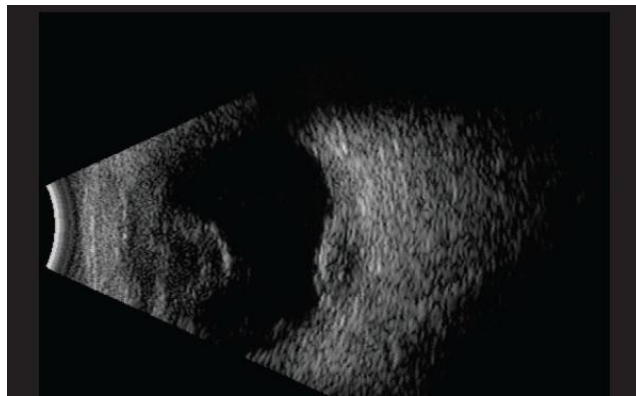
Ultrasonografía B scan de la periferia de la retina mediante sección transversal, muestra derrame coroideo de poca profundidad (Mahesh et al., 2007).
